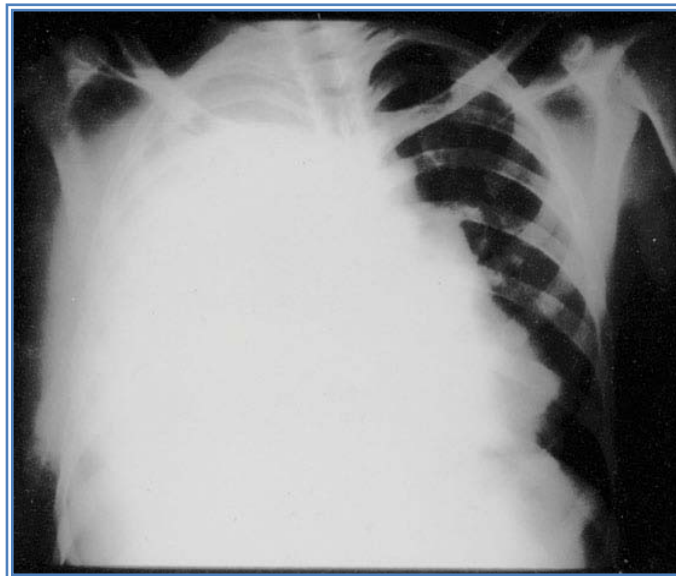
Radiografía de tórax con derrame pleural masivo.³²
